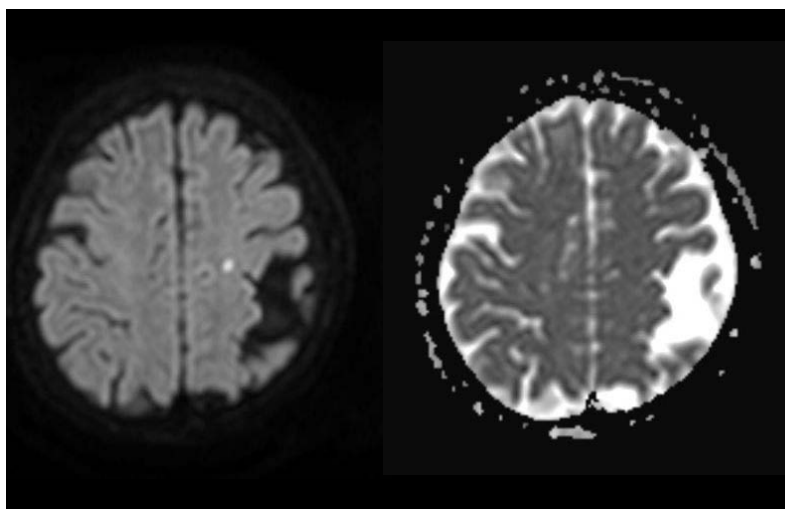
頭部 MRI (入院時) 左：拡散強調画像 右：ADC map
